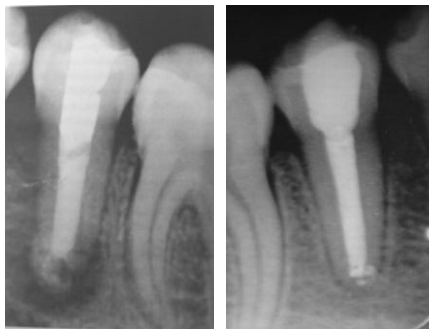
Radiografías que muestran la obturación de los dientes 35 y 45.
